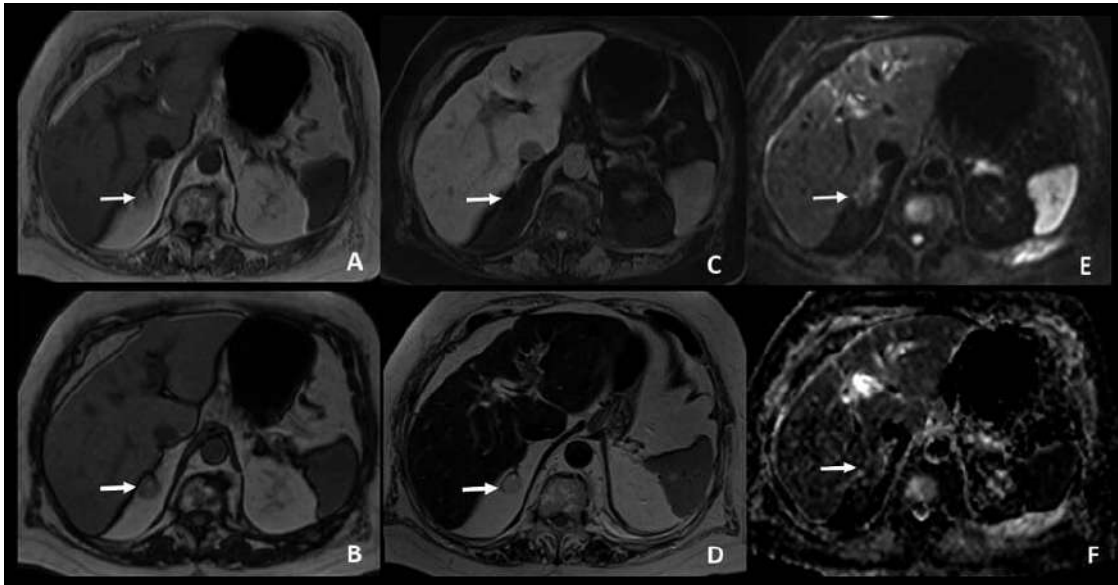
Características generales por resonancia del mielolipoma adrenal
